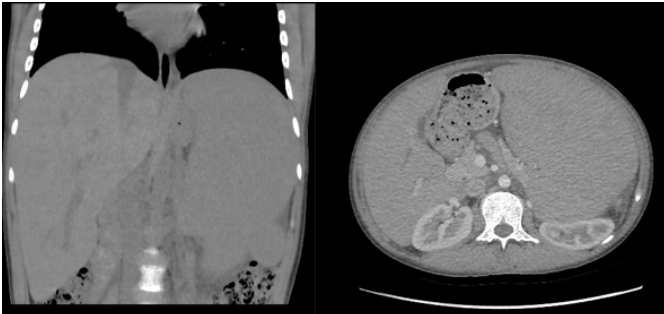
Tomografía axial computarizada corte coronal y axial respectivamente, muestra gran hepatoesplenomegalia con efecto compresivo de órganos intraabdominales principalmente riñón izquierdo.
